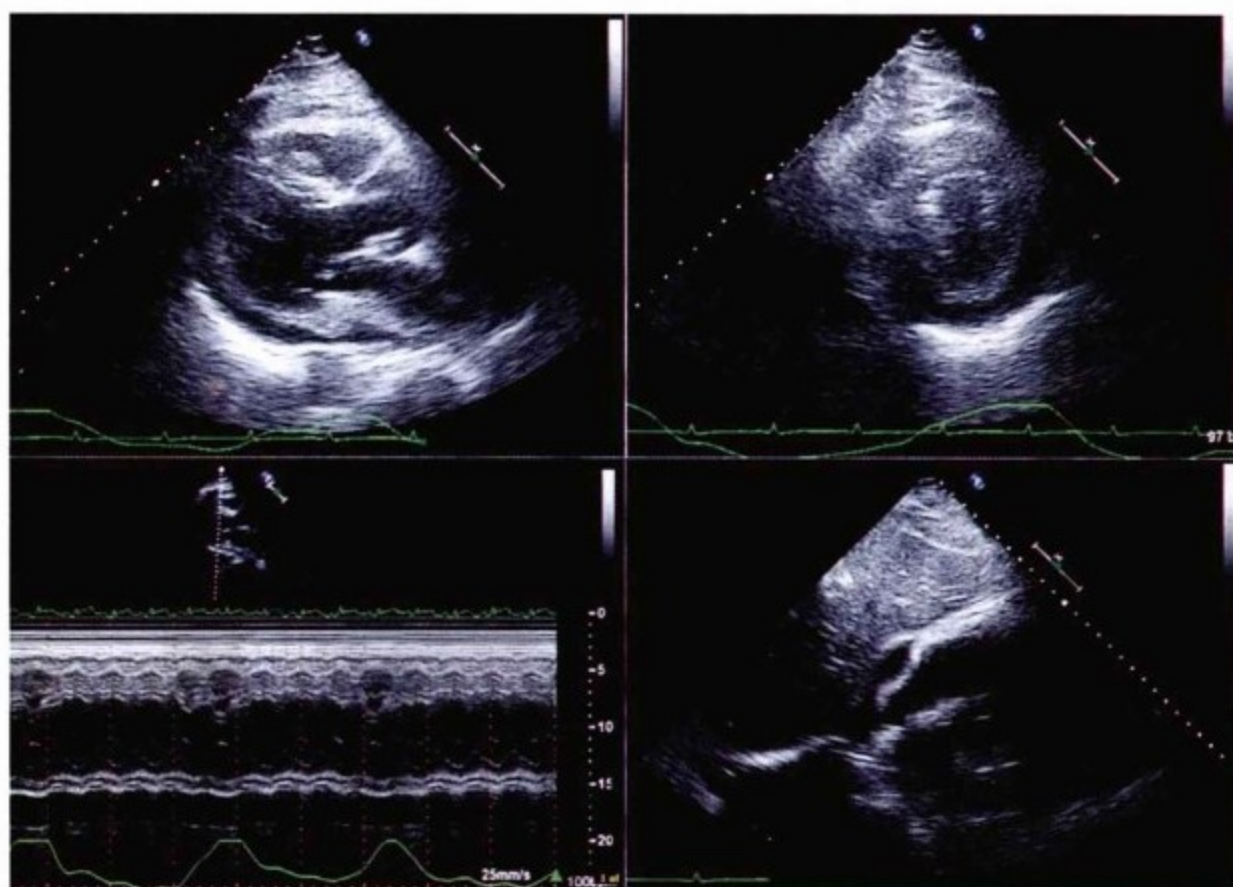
经胸超声心动图。左上图,胸骨旁长轴位切面。右上图,胸骨旁短轴位切面。两幅图均显示出包裹性仅存在后方,而前方没有。左下图,经过左室基底部的M型超声检查。左室室间隔运动与左心室同向(呼吸时,第一或第二心动周期时室间隔移向左室)。右下图,肋骨下长轴切面显示部分右房旁有积液,并受压,塌陷,但部分右房及全部右室与壁层心包粘连。
